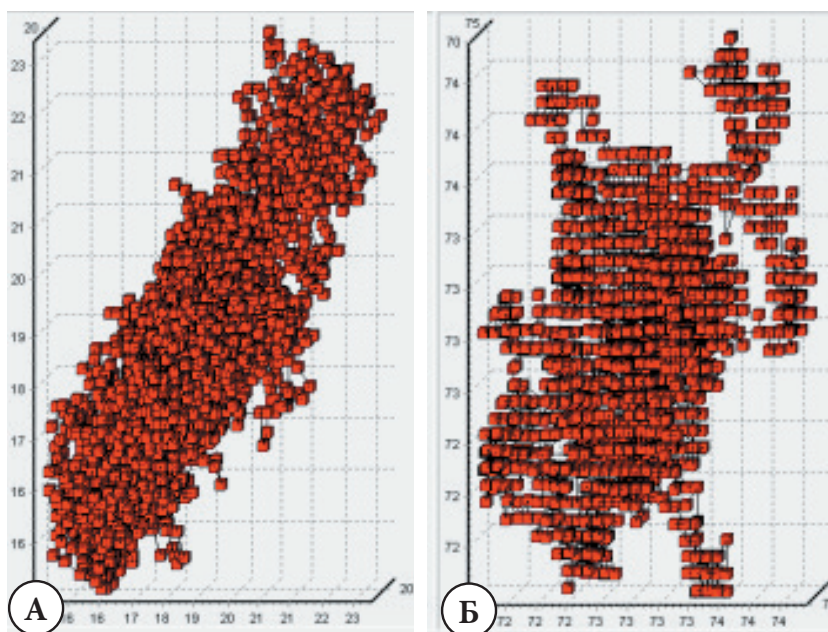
Пациентка А. 29 лет. А. Лазерная доплеровская флоуметрия 3 пальца правой кисти. Застойный гиперемический тип перфузии тканей. Б. Оптическая тканевая оксиметрия. Показатели тканевой сатурации. Умеренная циркуляторная застойная гипоксия за счет веноулярного стаза.
